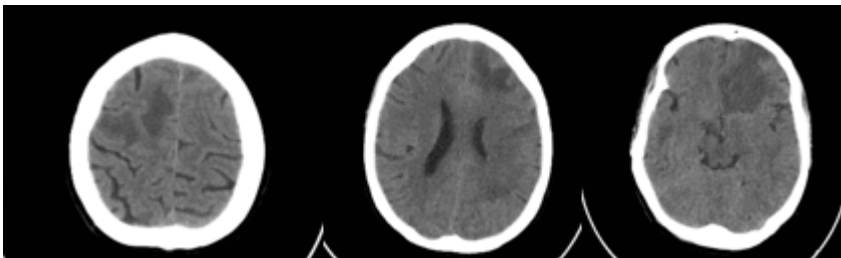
Asymmetrical hypodense areas and edematous changes were observed in the right frontal lobe, bilateral posterior parietal in the anterior part of the left frontal lobe, left basal ganglia and thalamus, bilateral temporal lobes, middle cerebellar peduncle level in the left cerebellar hemisphere, white matter in the brain CT Axial (Transverse) section. In these
